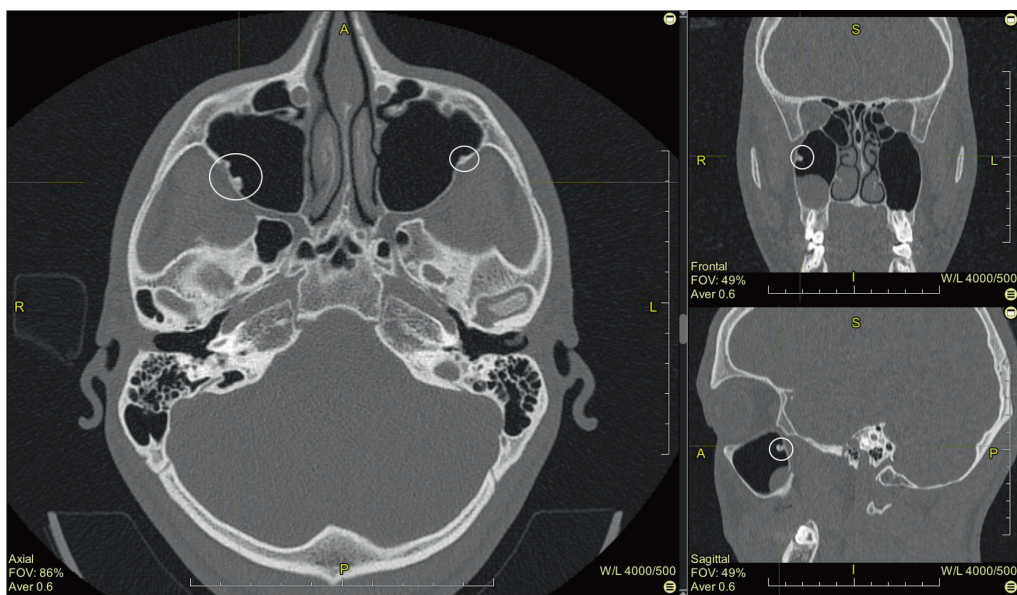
Данные компьютерной томографии (срез в трех проекциях). Костные выступы обозначены белой линией
